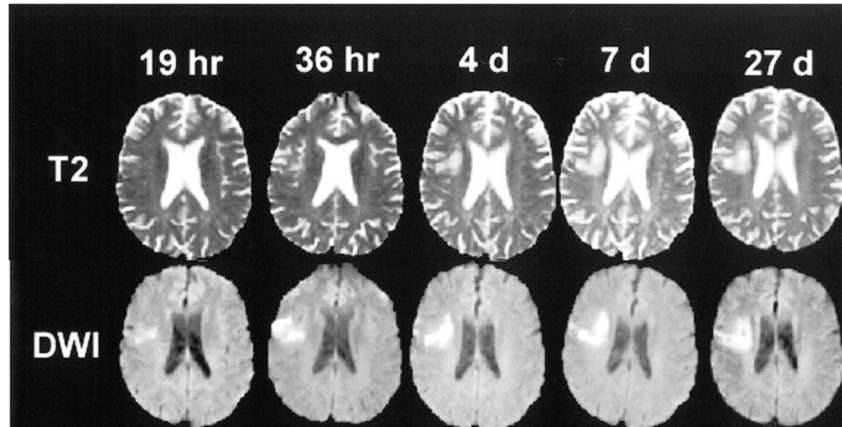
Images pondérées en T₂ et en diffusion (DWI) dans les heures et les jours qui ont suivi la survenue d'un accident vasculaire cérébral. *Images issues de [42]*
